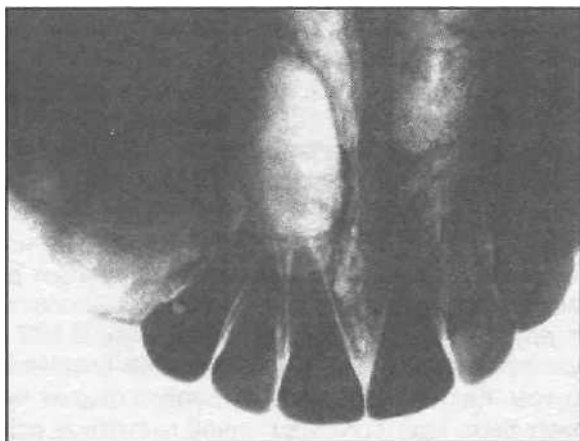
Рентгенограмма верхней челюсти больной с мягкой одонтомой (амелобластической фибромой).
